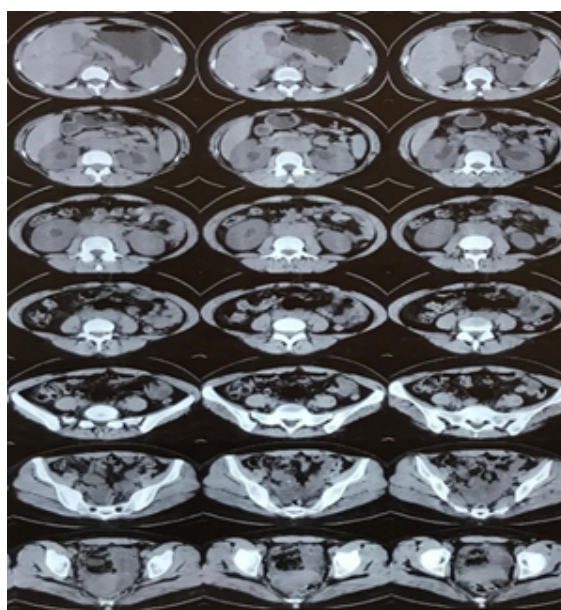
Non-contrast abdominal and pelvic CT scan for the first case
